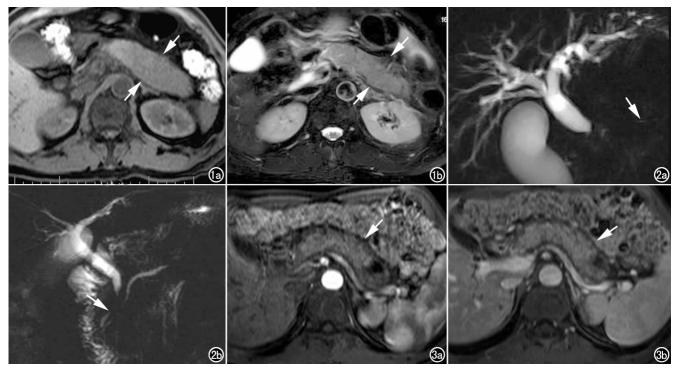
男,60岁,持续性上腹胀痛不适 10 余天。 MRI 示胰腺弥漫性肿胀,信号不均匀(箭)。 a) 横轴面  $T_1$ WI; b)  $T_2$ WI 压脂图。 图 2 男,57岁,进行性皮肤巩膜黄染 2 周。 a) MRCP 示胆总管胰腺段变细,其以上胆管不同程度扩张,肝内胆管呈残根状表现,胰腺管显示欠清,呈不规则狭窄改变(箭); b) 治疗 4 周后 MRCP 示胆总管胰腺段通畅,粗细不均(箭),其上游肝内外胆管扩张程度明显减轻。 图 3 男,51岁,AIP。 a) 增强  $T_1$ WI 动脉期示胰腺强化不明显,胰腺周围可见低信号环状包膜影(箭); b) 增强  $T_1$ WI 延迟期示胰腺强化较均匀,胰腺周围环状包膜轻度强化(箭)。
